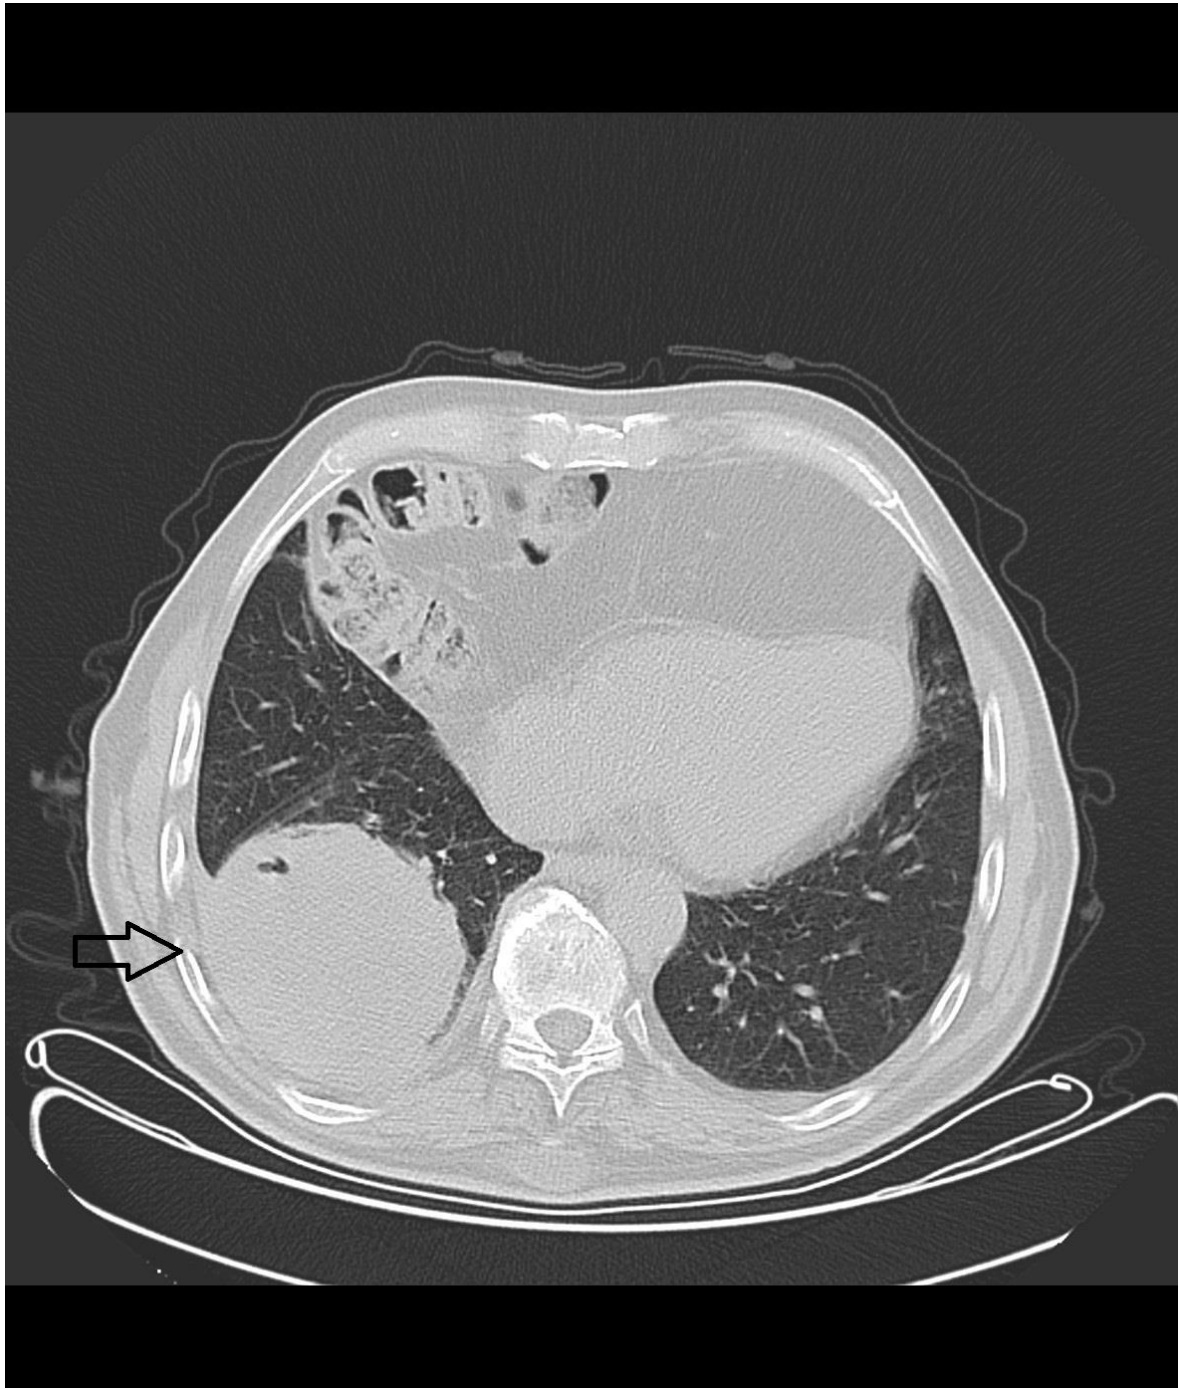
Pulmonale Masse im CT: Dieses kontrastmittelunterstützte Thorax-CT-Bild bei einem 70-jährigen Patienten zeigt im rechten Unterlappen eine ca. 9 cm messende pulmonale Läsion. Sie ist somit als pulmonale Masse zu bezeichnen.
